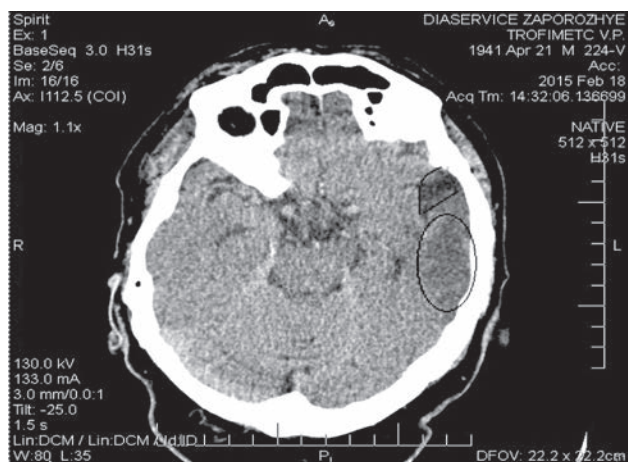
Компьютерная томограмма пациента с повторным МИПИ левой гемисферы корково-подкорковой локализации
